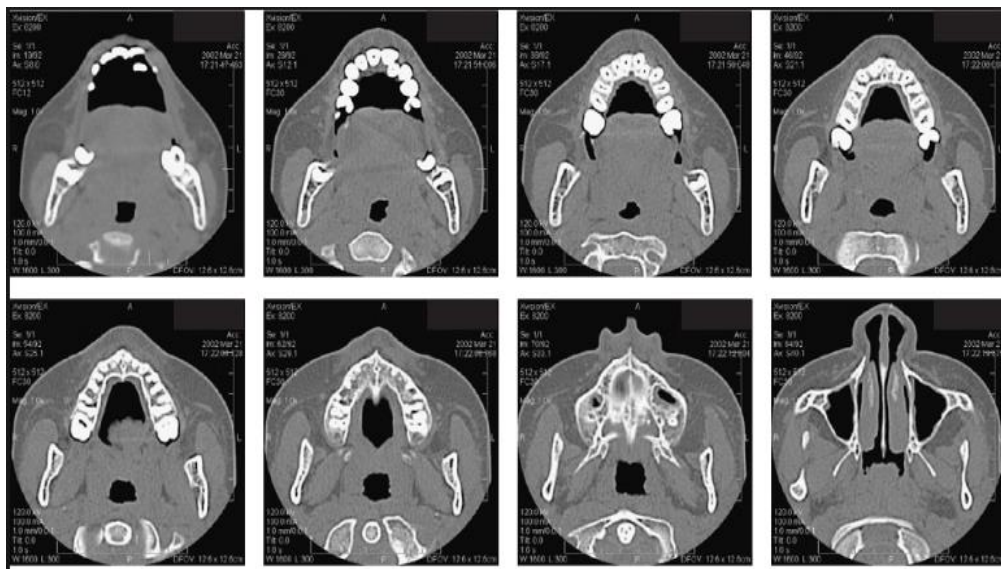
Imagens de TC [43].
